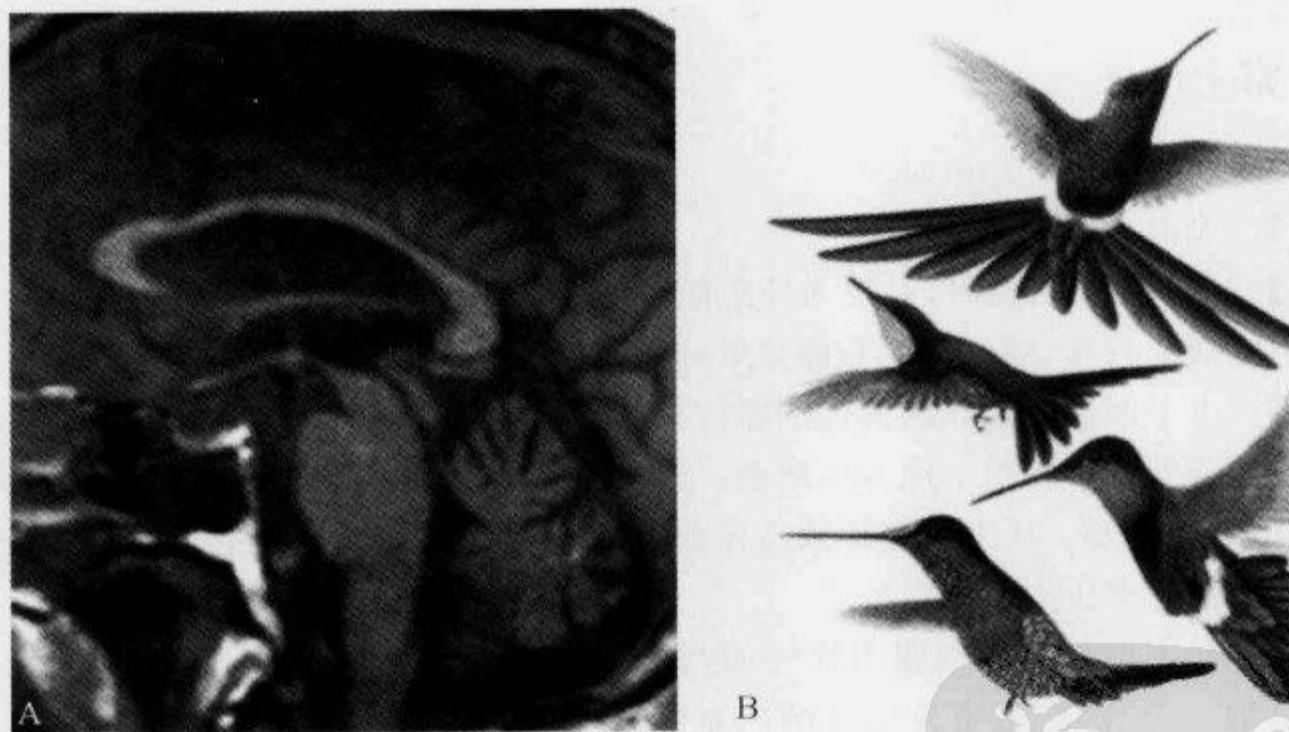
矢状面 T_1 WI MRI 示“蜂鸟征”
